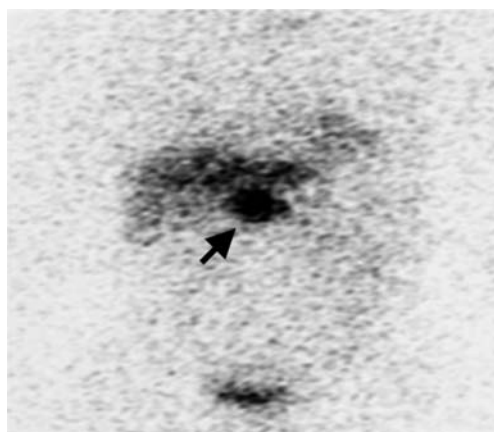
^{131}I -MIBG scintigraphy showed ^{131}I -MIBG uptake in the tumor located on back of inferior vena cava (arrow).
